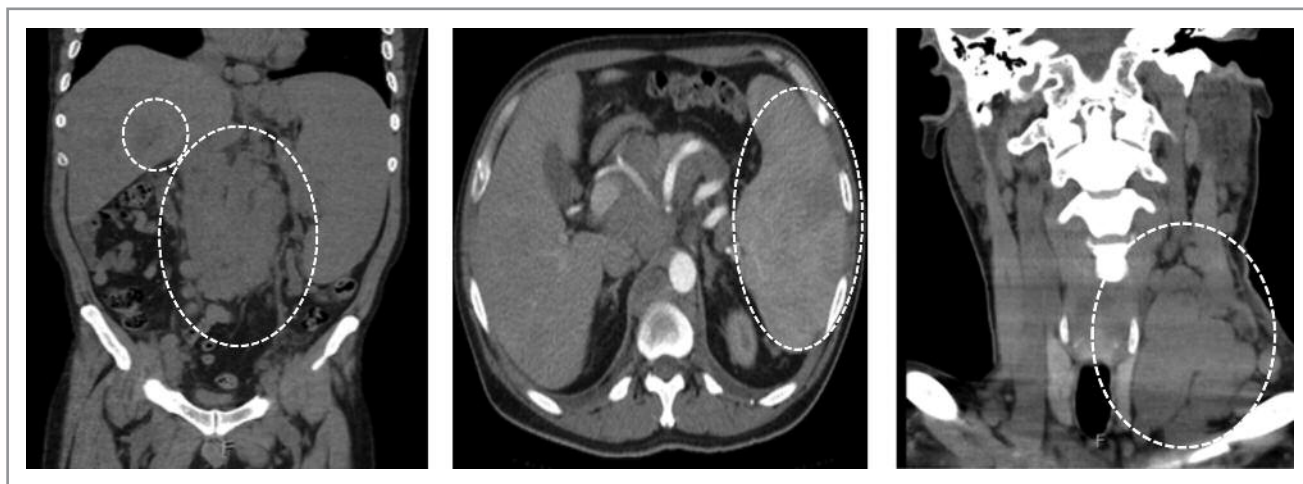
КТ-исследование органов брюшной полости и шеи до начала терапии.
